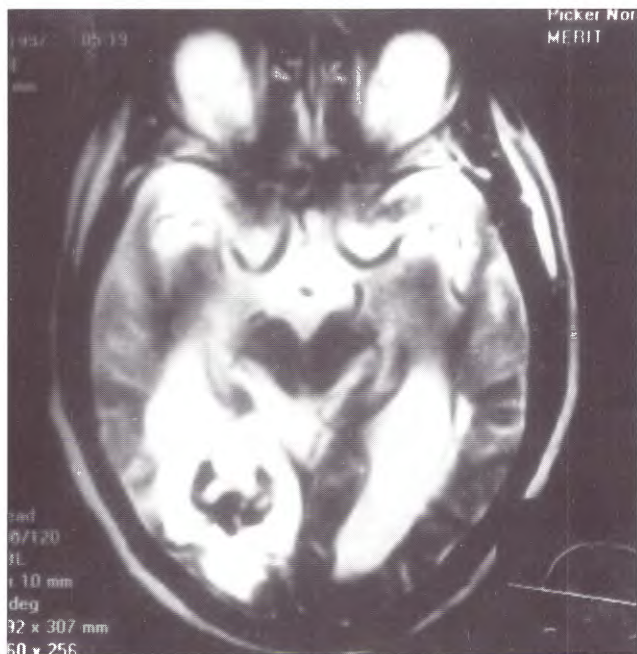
Caso 27. IRM T2. Malformación cavernosa occipital, con edema perilesional
